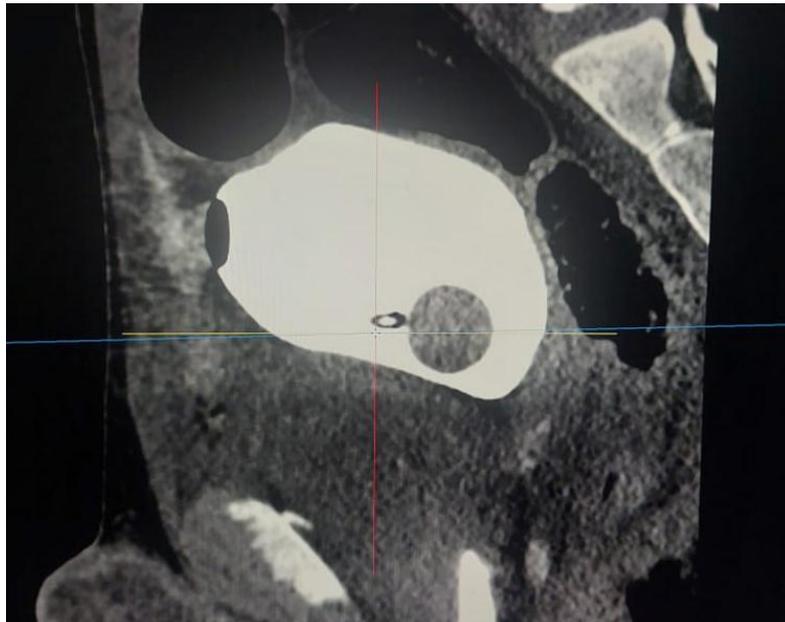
TDM ABDOMINAL CHEZ UN DE NOS PATIENTS OBJECTIVANT UN EXTRAVASAT AU NIVEAU DE LA VESSIE
